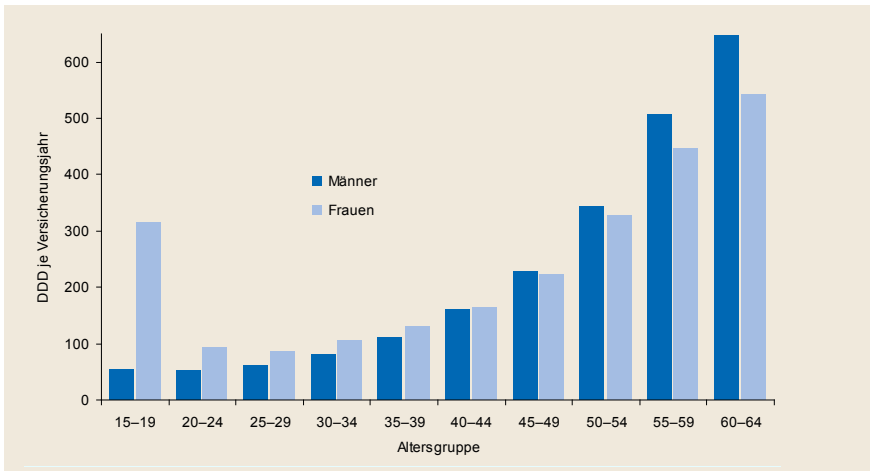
(Erwerbspersonen TK, Präparate mit DDD-Angabe)
